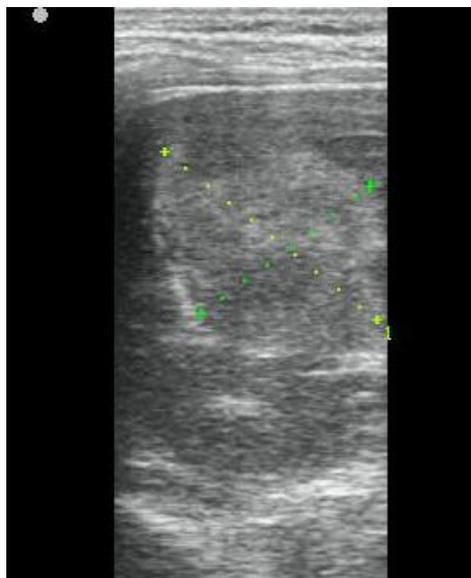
Б-ная С., 21 год. УЗИ правой почки.
